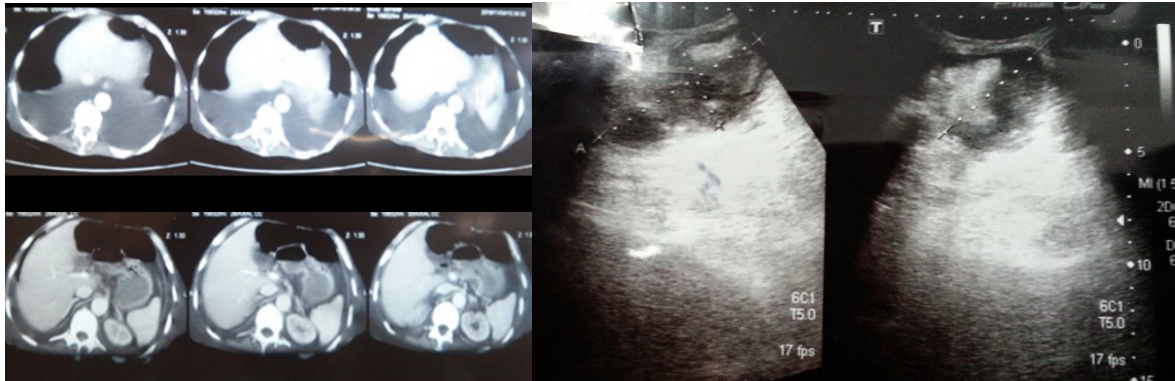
Tomografía toraco-abdominal y ecografía de piel y partes blandas
